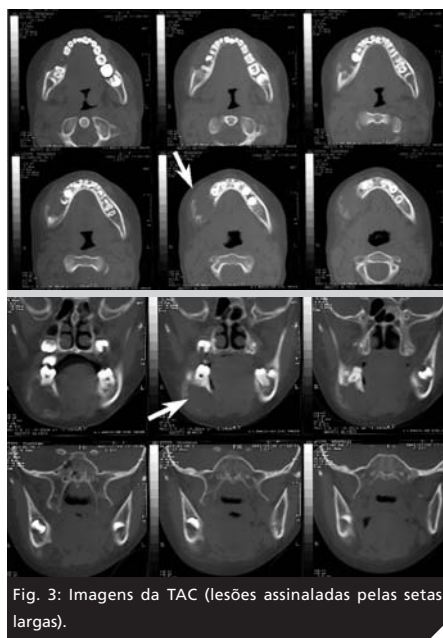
Imagens da TAC (lesões assinaladas pelas setas largas).
